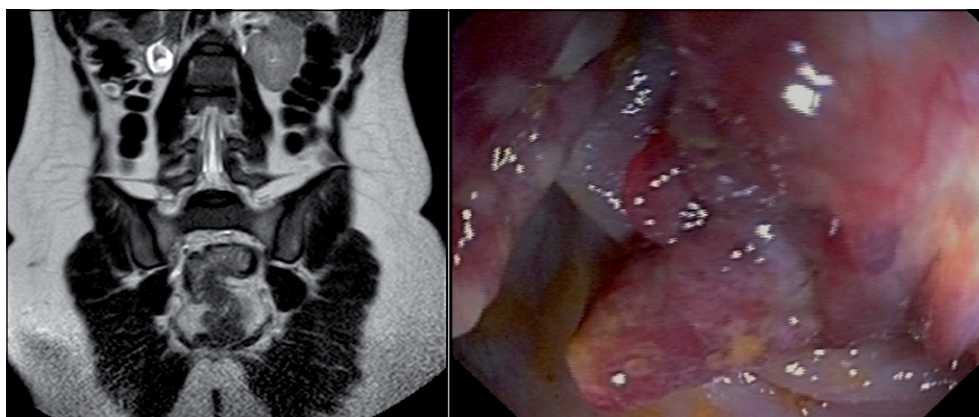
Izquierda: Entero-resonancia magnética donde se identifica pólipo gigante en sigma que oblitera la luz y tiene una extensión de 7 cm. Derecha: Colonoscopia donde se observa una masa vegetante que estenosa la luz del colon.
